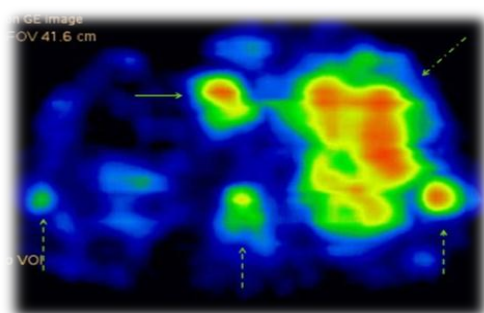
Пациентка Ч., 73 года. Лимфома Ходжкина. ПЭТ/КТ всего тела с 18-ФДГ. ПЭТ всего тела (а). Совмещенные ПЭТ/КТ изображения. Конгломерат надключичных лимфатических узлов надключичной группы слева, увеличенный надключичный лимфатический узел справа (б-в) и конгломерат лимфатических узлов парааортальной группы (г-д) с очаговым гиперметаболизмом РФП в них
